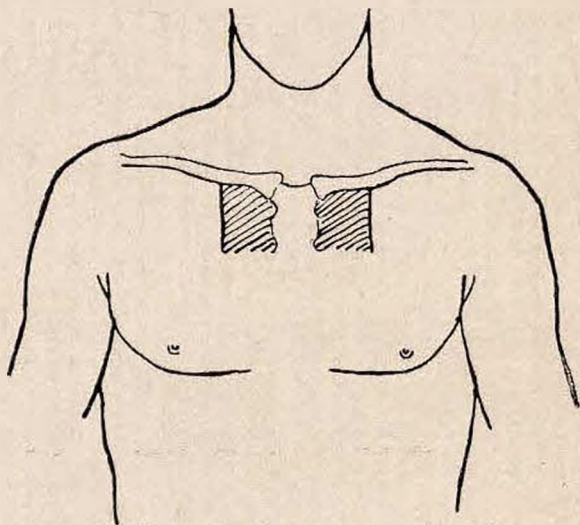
Ottusità parasternale (C. R.).
